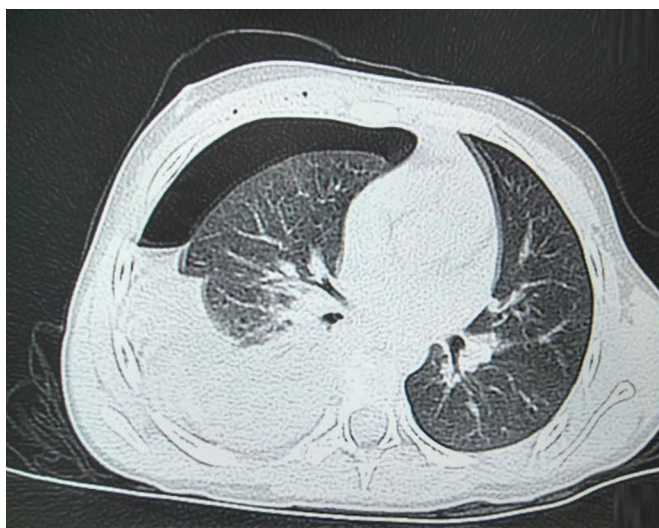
Tomografía de tórax sin contraste evidenciando hemoneumotórax a la derecha.
